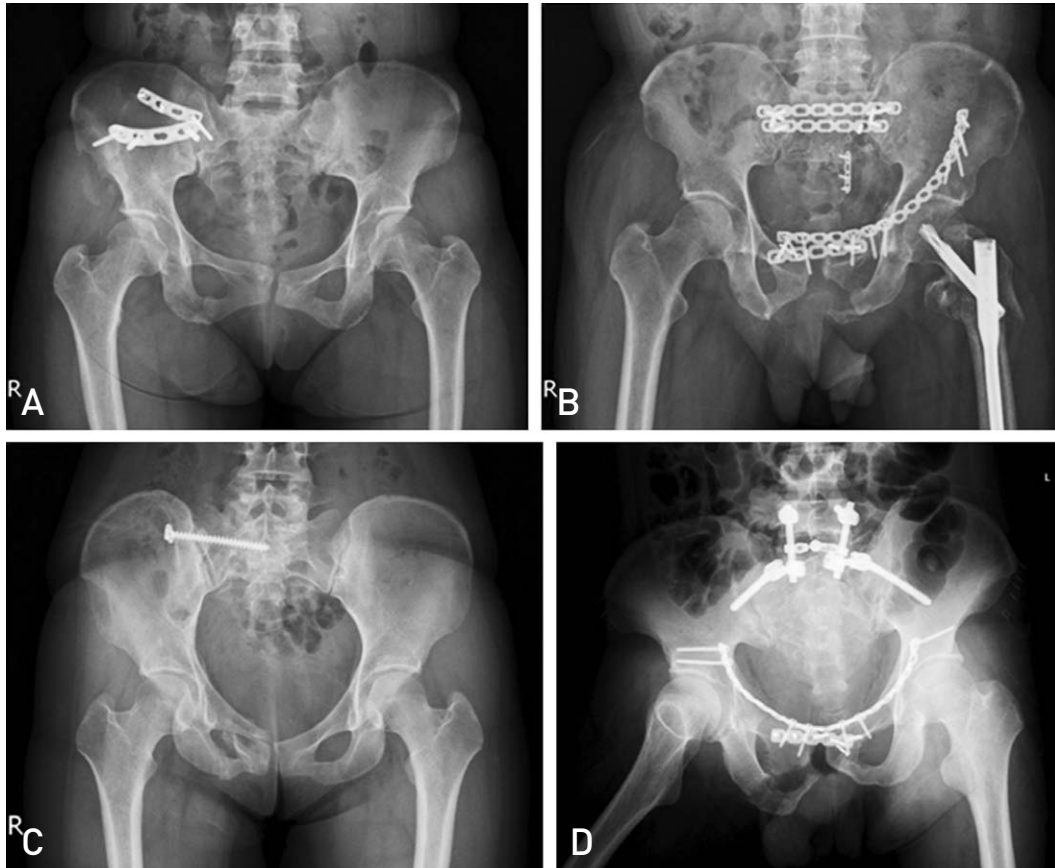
(A) Radiograph shows intra-pelvic anterior approach & plate fixation. (B) Radiograph shows extra-pelvic posterior approach & tension band plate fixation. (C) Radiograph shows extra-pelvic posterior approach & iliosacral screw fixation. (D) Radiograph shows extra-pelvic posterior approach & spino-pelvic fixation.
